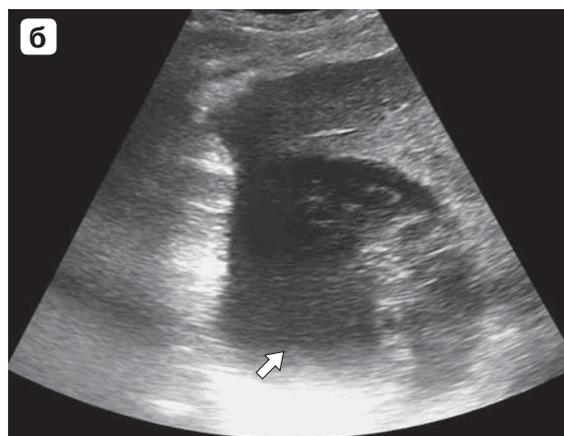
а – МРТ. Гематома печени больших размеров после ЧЧХС (стрелка). б – УЗИ. Гематома (стрелка).
